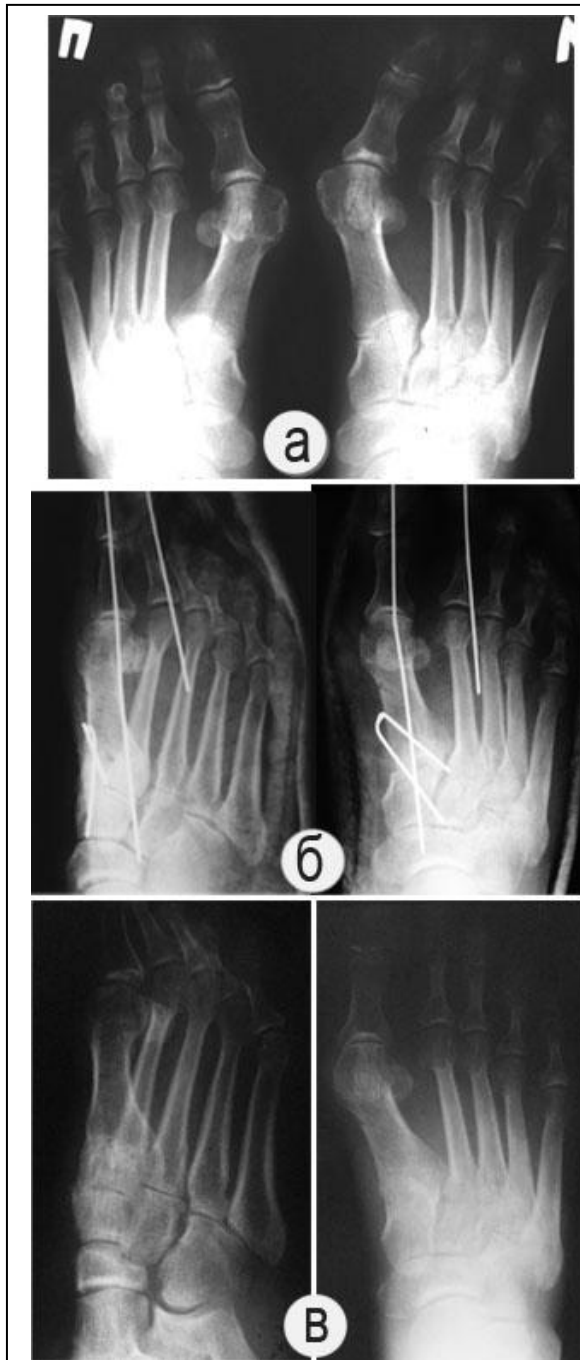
Рентгенограммы больной М., 49 л.: а) диагноз поперечное плоскостопие, halux valgus; б) в день операции реконструкции переднего отдела стопы, фрезевого артродеза 1-го плюсне-клиновидного сустава; в) контрольная рентгенограмма через 6 мес., костный анкилоз состоялся
